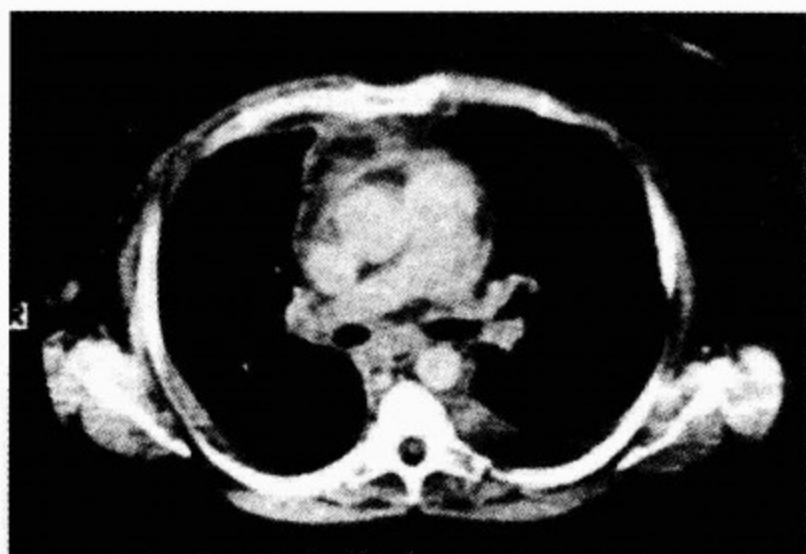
缩窄性心包炎患者的 CT 扫描成像
